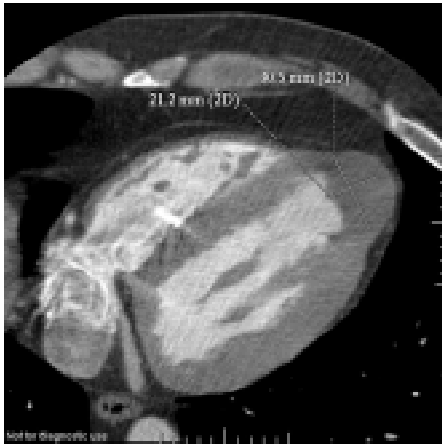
Мультиспіральна комп'ютерна томографія-вентрикулографія: аксіальні зрізи, 3D-, MIP-реконструкції: а — гостра аневризма верхівкового сегмента ЛШ з ознаками тромбоендокартиту хворого А., 35 р.; б — хронічна аневризма передньої стінки ЛШ з ознаками локального кальцинозу та витончення стінки ЛШ хворого Т., 48 р.
